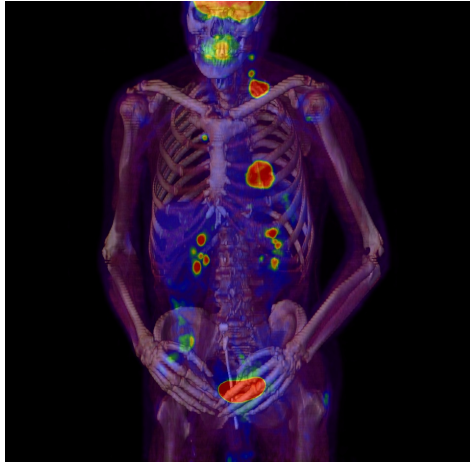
Ejemplo de híbrido PET-CT 3D
